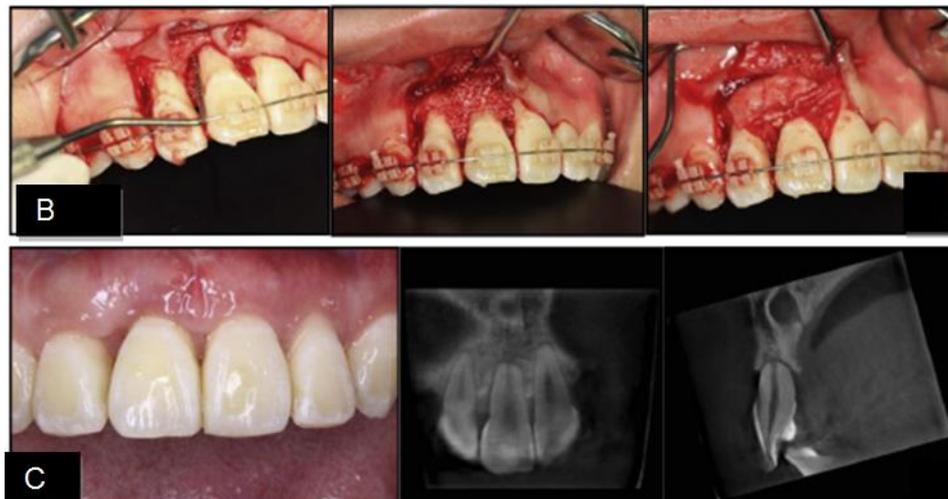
B. Fotos de Cirugía de regeneración tisular guiada; C fotos e imágenes CBCT después del tratamiento combinado de cirugía regenerativa periodontal-ortodóntica. (30)
